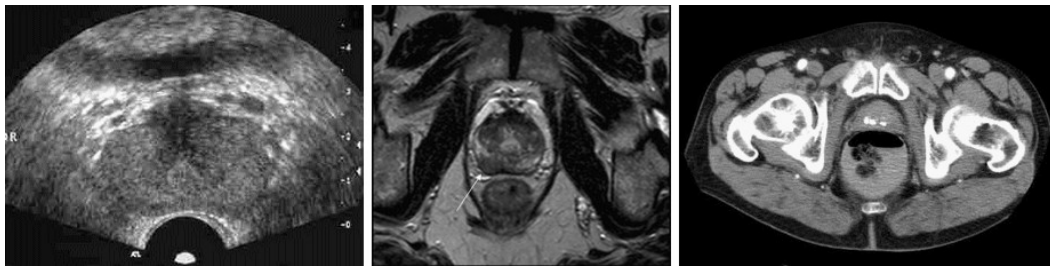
Prostate vue sous différentes modalités d’imagerie : échographie à gauche, IRM au milieu, scanner à droite (www.oncoprof.net et www.urofrance.org).
